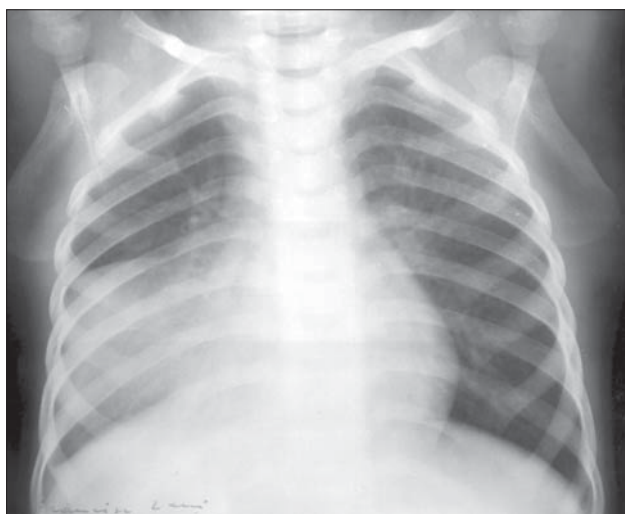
Pneumonie a lobului mijlociu drept. Radiografie toracică PA. Opacitate cu structură omogenă, intensitate hidrică net și liniar delimitată superior.
